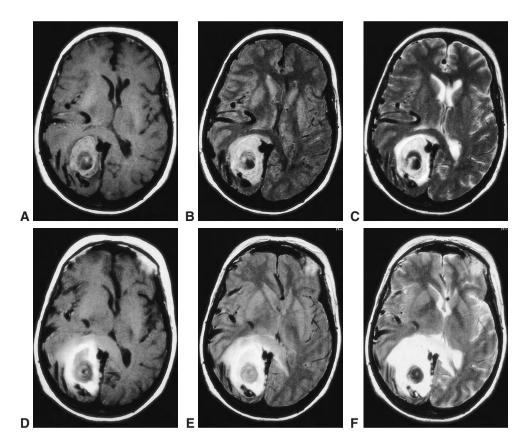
La comparaison des images en pondération T1 et T2 peut fournir des informations à propos des caractéristiques d'une lésion et peut être particulièrement utile pour dater une hémorragie. Un patient de 61 ans s'est présenté avec des céphalées de survenue brutale. Une hémorragie est visible dans la région pariéto-occipitale dans les 3 coupes initialement prises : coupes pondérée en T1 (A), en densité protonique (B), et pondérée en T2 (C). Le signal à la périphérie de la lésion est dû à la présence d'oxyhémoglobine, alors que le centre reste sombre dans les 3 images en raison de la présence de désoxyhémoglobine. Quand les séries d'IRM sont répétées 10 jours plus tard, les caractéristiques du signal ont changé en raison du développement de méthémoglobine dans la couronne externe, qui devient brillante en T1 (D), en densité protonique (E), et en T2 (F). Le centre reste sombre. (Remerciements au Dr Steven A. Newman).
